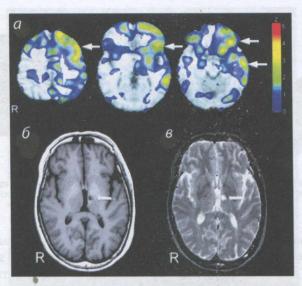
ОФЭКТ (а) выявляет значительное снижение метаболизма в лобных и височных долях левого полушария (выделено стрелками), когда МРТ во FLAIR-режиме (б) и Т2-режиме (в) обнаруживает только признаки перенесенного инфаркта (выделен стрелкой) в левом зрительном бугре
